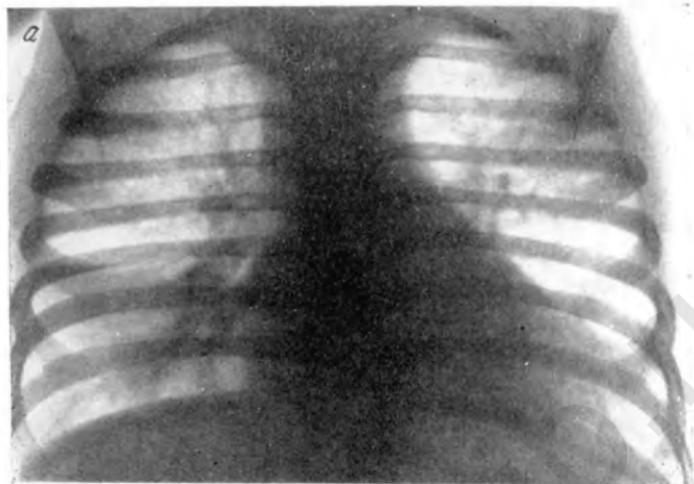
Рентгенограммы той же больной на 20-й день коклюша.
